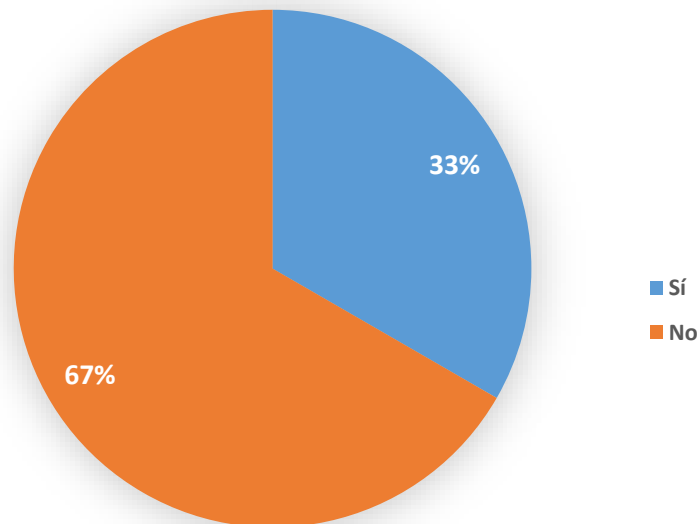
Alteraciones en resonancia magnética cerebral en pacientes <6 años.
